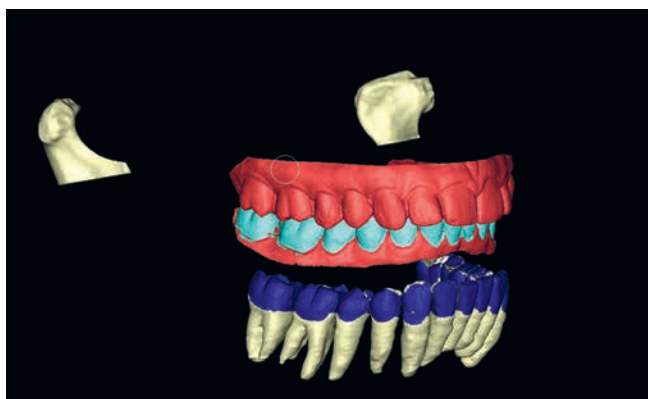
Позиционирование сегментированной нижней челюсти (зубного ряда и привязанной к нему пары суставных головок) из КТ-исследования по моделям нижнего зубного ряда в окклюзии
